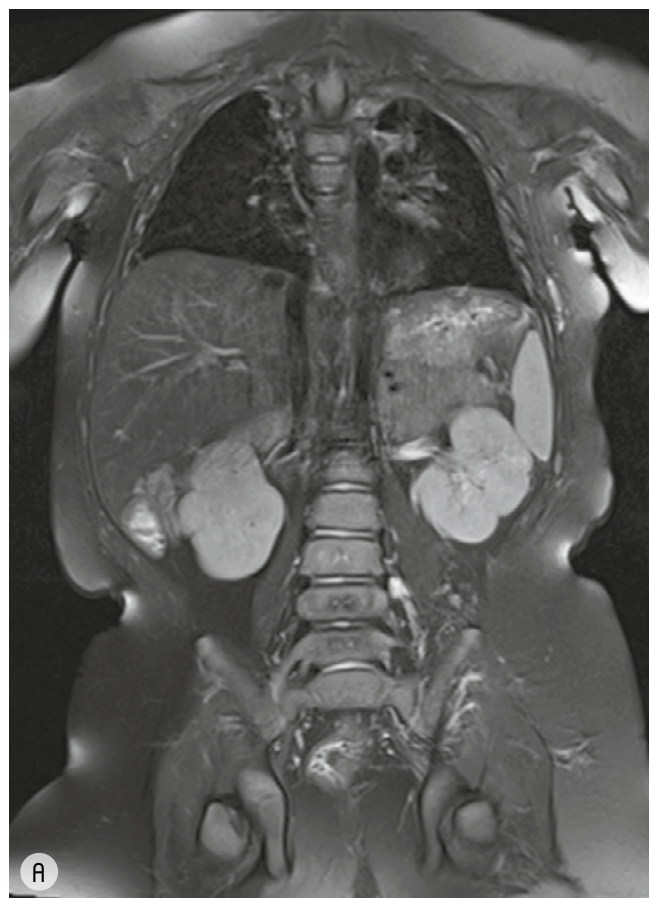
МРТ всего тела с контрастным усилением на 24-й неделе терапии. А — T2-взвешенное изображение в режиме fat suppression, аксиальная проекция. Отсутствие существенной динамики по уменьшению образований в подлопаточной области слева; Б — T2-взвешенное изображение в режиме fat suppression, фронтальная проекция. В подвздошной и поясничной областях слева сокращение размеров дополнительных тканей.
